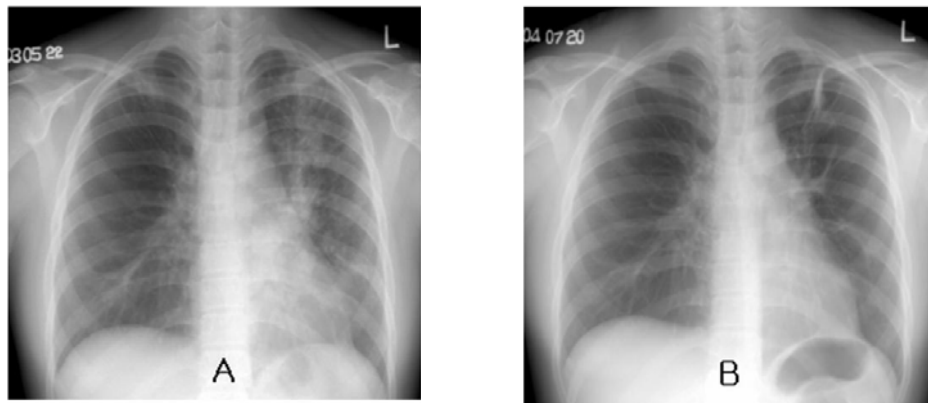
Chest radiographic findings
